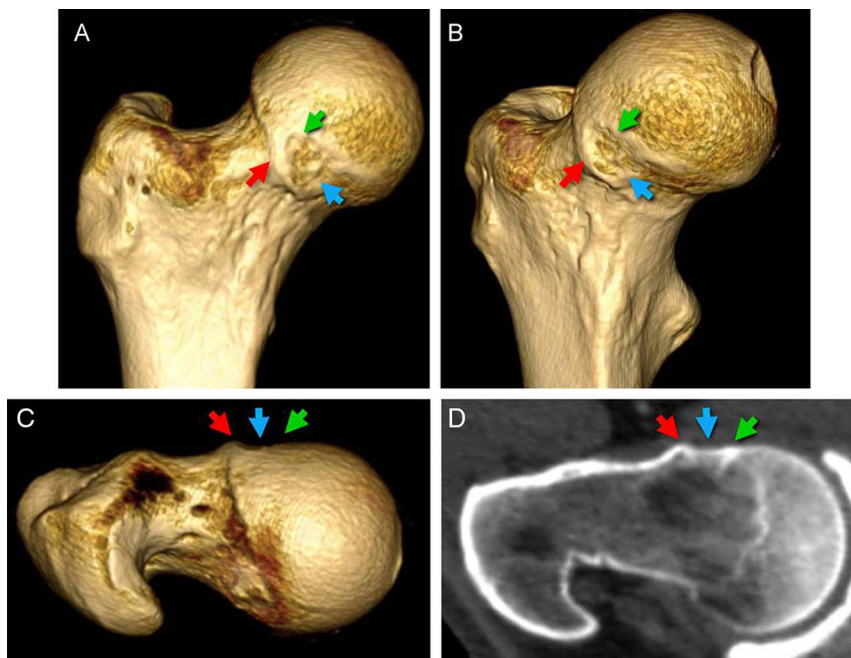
Deformidad tipo *cam* (plana). Varón de 49 años, asintomático. TC multidetector con reconstrucciones 3D. A) anteroposterior, B) anteroposterior oblicua y C) craneocaudal, seguidas de D) reconstrucción multiplanar axial oblicua. Deformidad tipo *cam* de contorno predominantemente plano, con el resalte anterior borrado y pequeña depresión medial (flecha azul). El límite externo de la deformidad (flecha roja) prolonga el contorno lateral de la epífisis, pero se halla alejado de la cicatriz fisaria (flecha verde). El lector puede ver esta figura en color en la versión electrónica del artículo.
